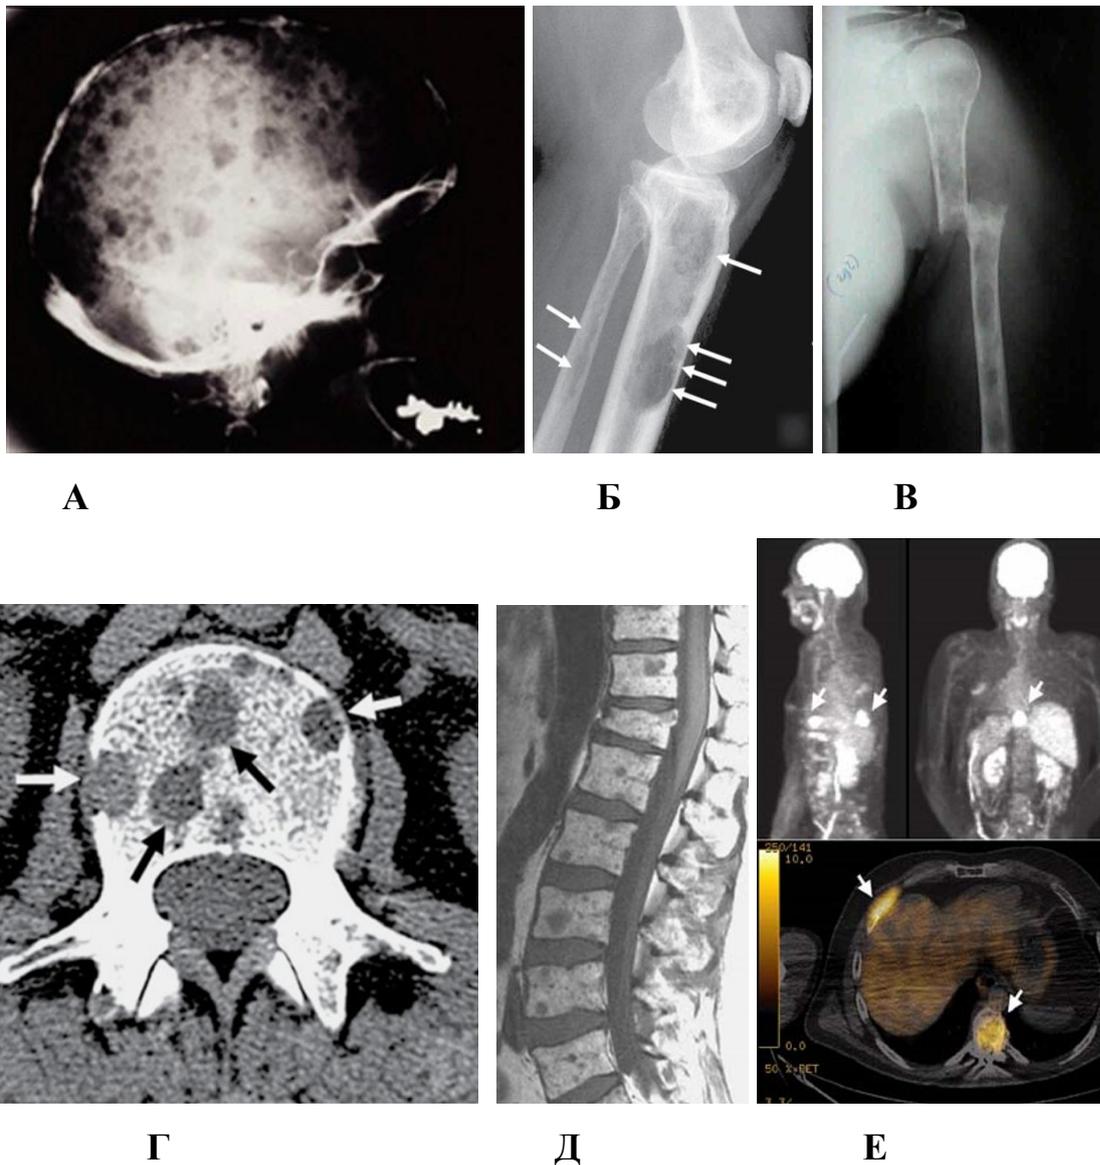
Повреждения костей при различных лучевых методах исследования при ММ. А – рентгенография черепа; Б и В – рентгенография трубчатых костей; Г – КТ позвонков; Д – МРТ позвоночника; Е – ПЭТ (поражение позвонков и ребер).
